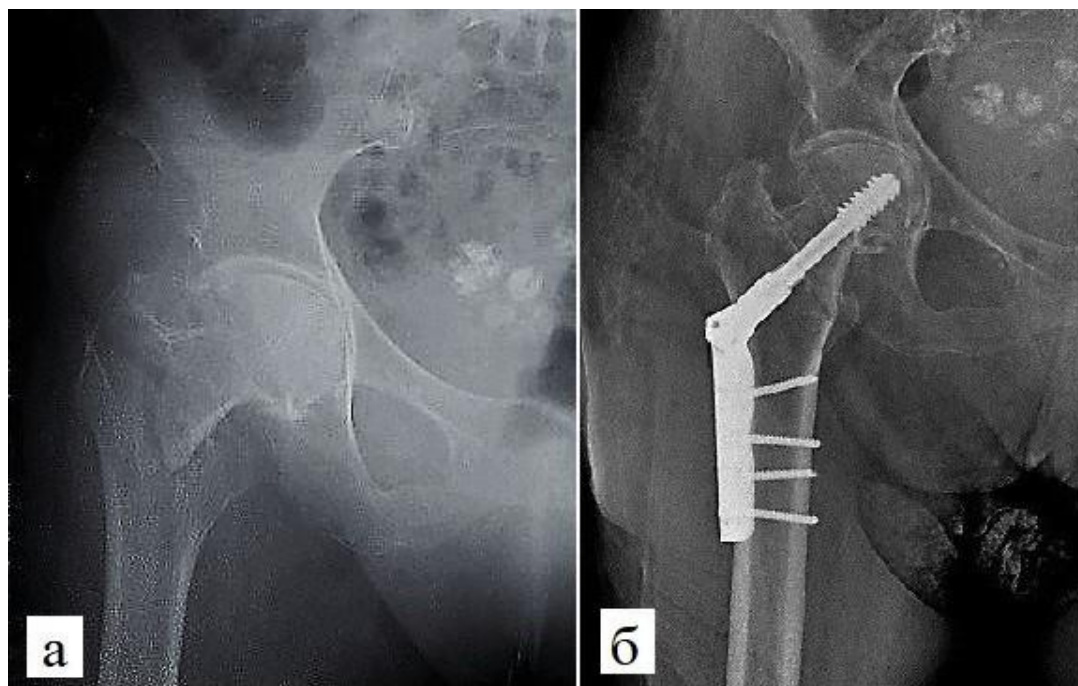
Рентгенограммы пострадавшего 67 лет.
